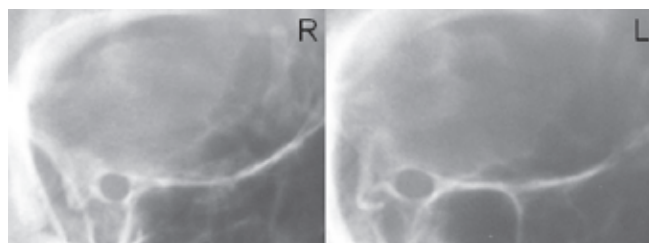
Рентгенография орбиты — расширение внутреннего кольца канала, нечеткость контуров канала ЗН
